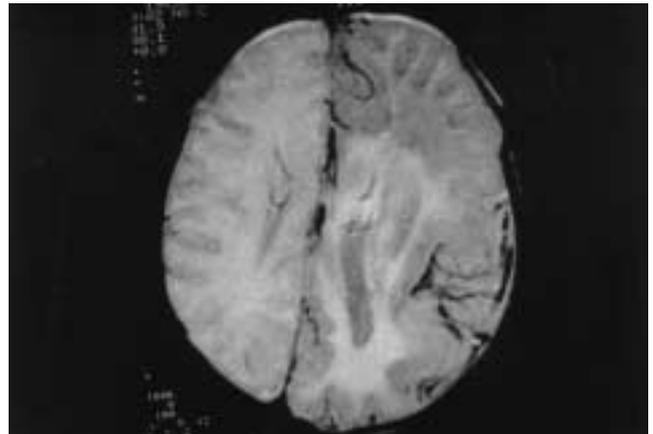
Corte axial de RM potenciada en T2. Muestra claramente el aumento de señal de la sustancia blanca (en relación con gliosis) y el aumento de grosor de la cortical en hemisferio izquierdo respecto al contralateral.
